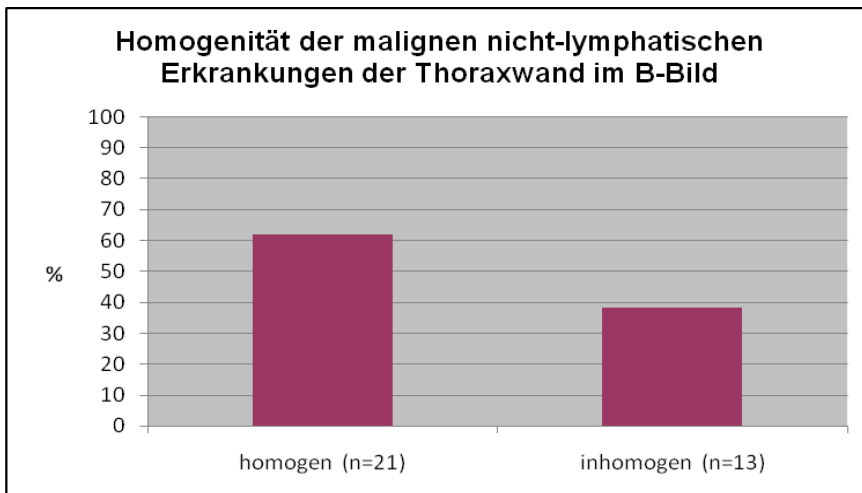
Darstellung der homogenen (n=21) und inhomogenen (n=13) malignen nicht-lymphatischen Tumoren in der B-Bild-Sonographie (in %)
